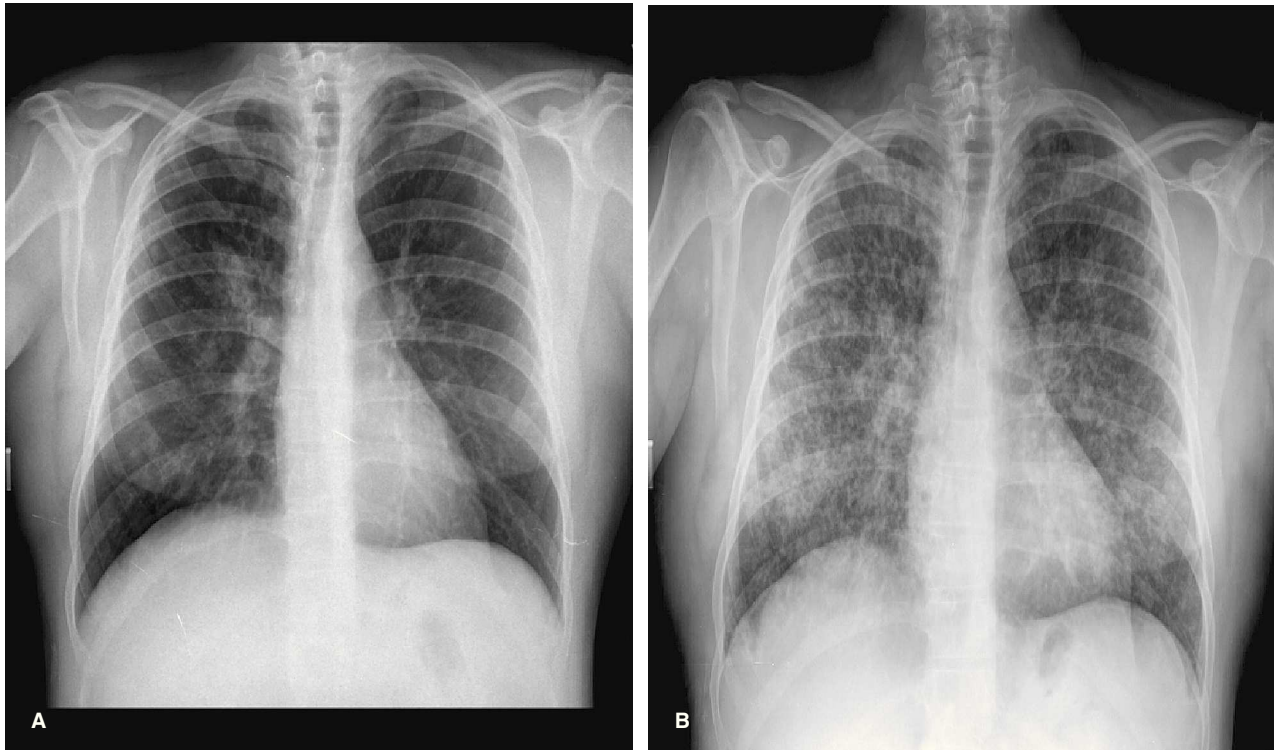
A: radiografía al inicio del cuadro clínico. B: radiografía en el momento del diagnóstico.
